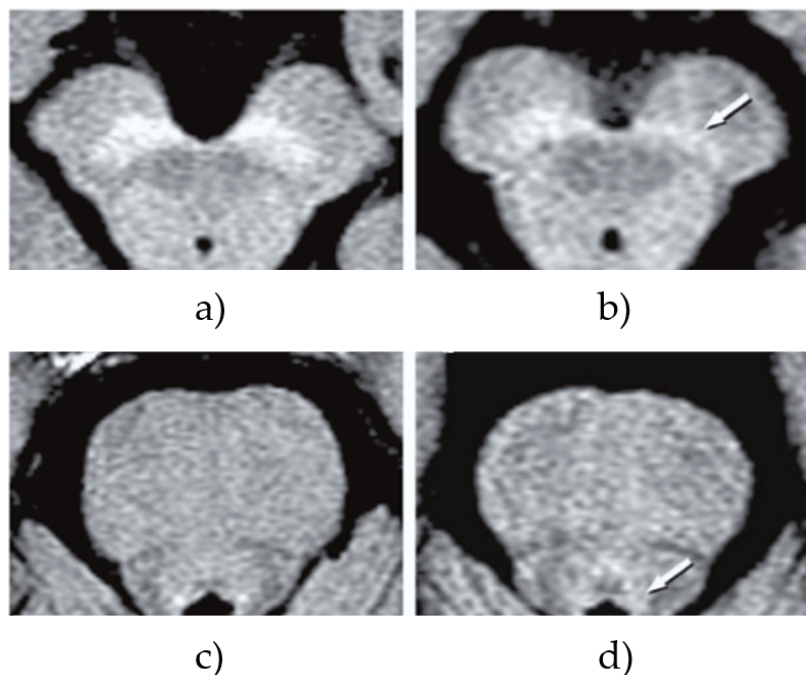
IRM sensíveis à neuromelanina de um indivíduo saudável e de um doente com Doença de Parkinson (DP). a) - c) Mulher de 68 anos saudável. b) - d) Homem de 70 anos com DP. As zonas da SN (b; seta) e LC (d; seta) aparecem com menor intensidade de sinal em doentes com DP (adaptado de [37]).
